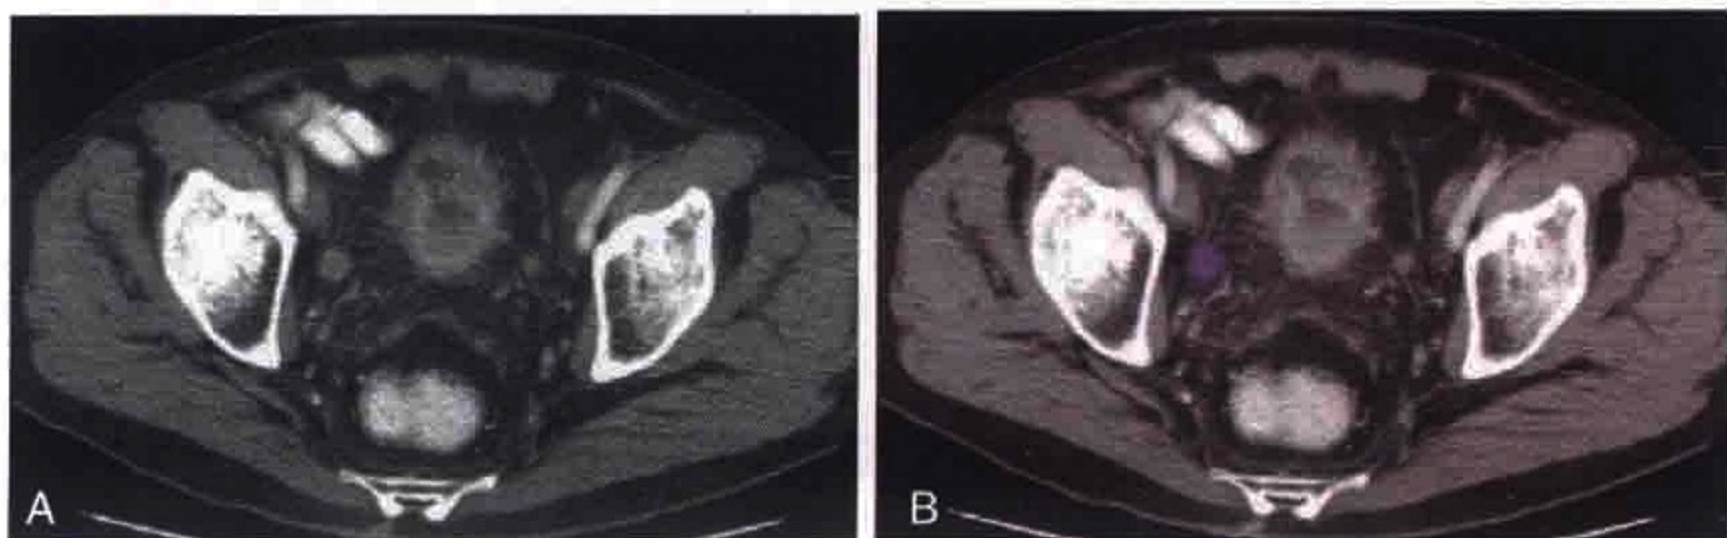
横轴位 CT 图像示膀胱癌患者右侧髂外淋巴结转移（紫色）
